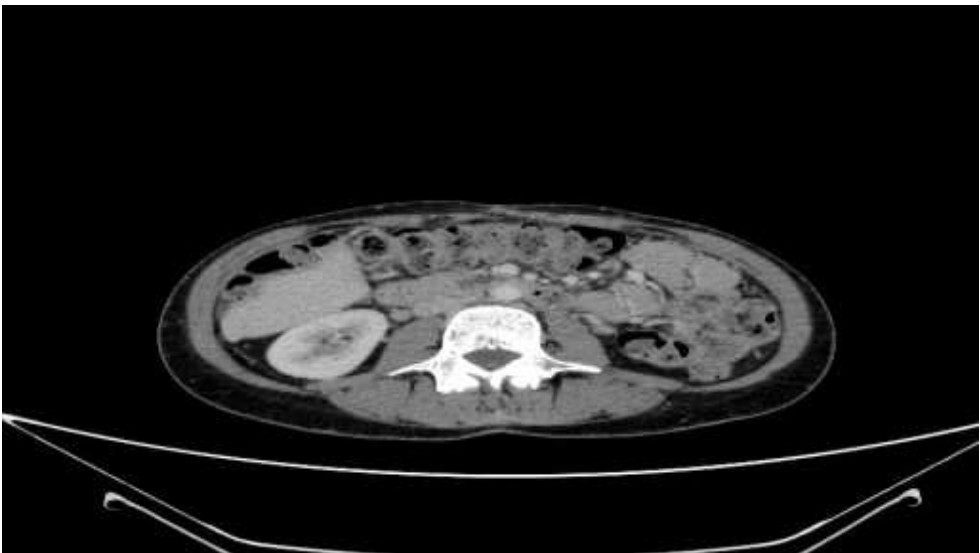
Tomografía axial computarizada de abdomen (25.0.4.2024): sin signos de recidiva tras casi 4 años después del suceso.
